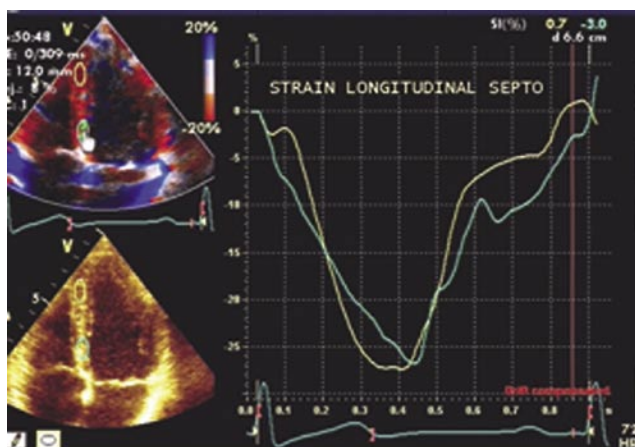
Strain longitudinal em dois pontos do septo interventricular obtido desde a posição apical de 4 câmaras utilizando o Doppler tissular.
